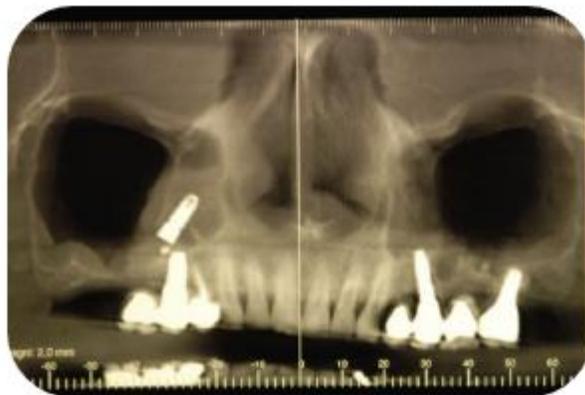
CBCT que muestra un implante dental desplazado al interior del seno maxilar.¹⁸
